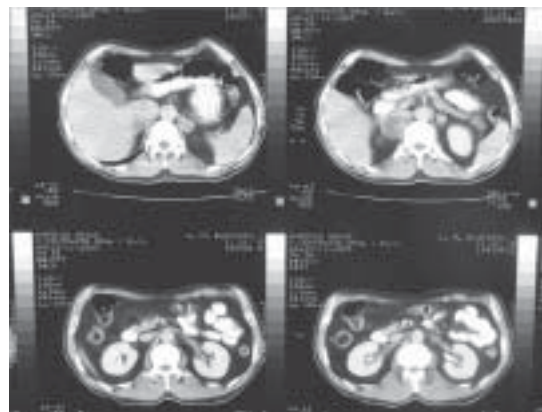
TAC abdominal, donde se observa el mayor compromiso del lado derecho de la glándula suprarrenal, que se constata una hipertrofia suprarrenal derecha e hiperplasia suprarrenal izquierda.
